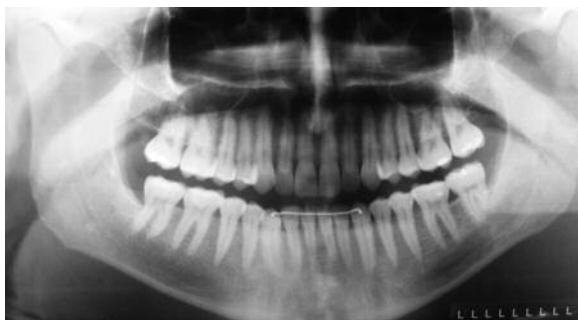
Radiografia panorâmica 8 meses após a cirurgia. Observar a radiopacidade do tecido ósseo da região do elemento 37.
